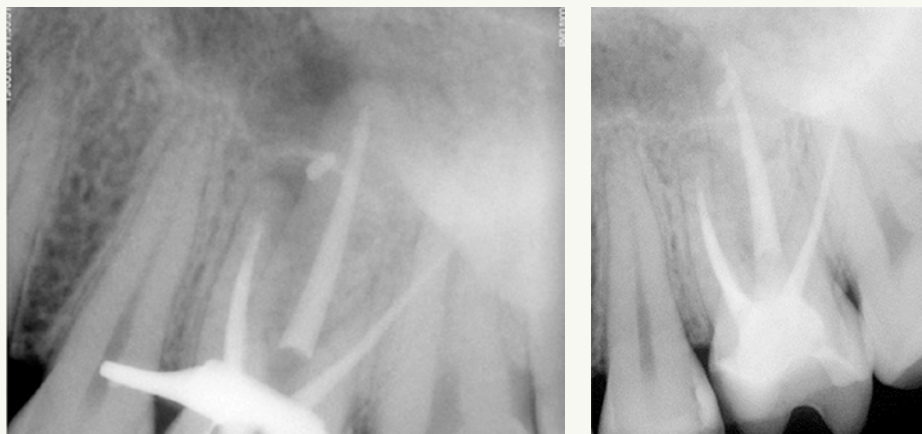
Obturación con técnica lateral en frío. A) Conductos mesiales obturados; B) Radiografía de control, dos meses después.
